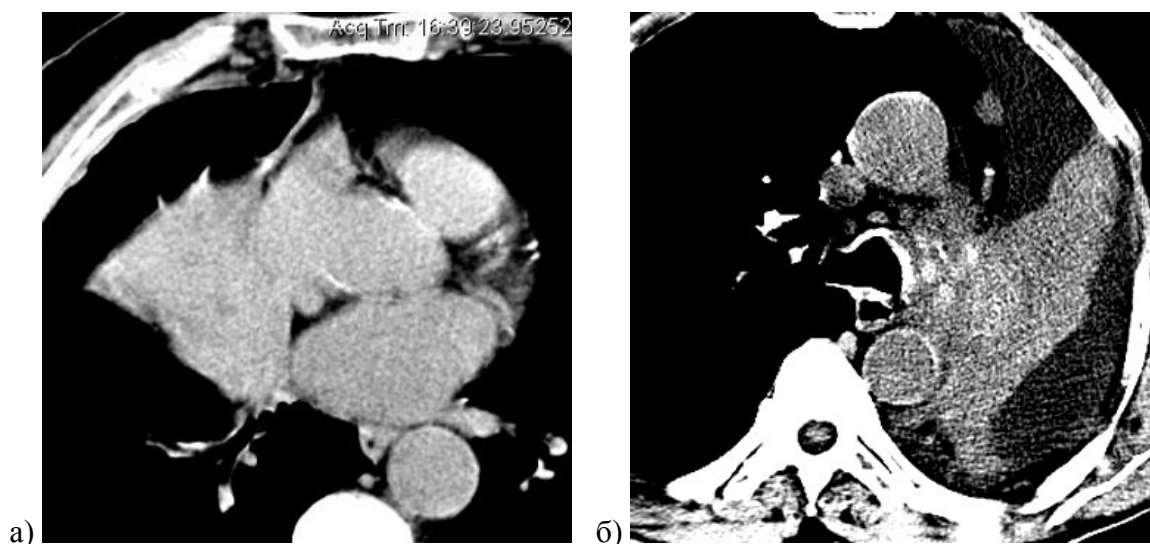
(а) Больной Г. Диагноз: рак среднедолевого бронха с ателектазом средней доли правого легкого. На КТ-изображении определяется ателектаз средней доли, на фоне которого визуализировать опухоль не удается. (б) Больной В. Диагноз: рак левого главного бронха с ателектазом легкого. На КТ-изображении в корне левого легкого видна опухоль с кальцинацией и ободком низкой плотности, что позволяет дифференцировать ее от ателектаза
